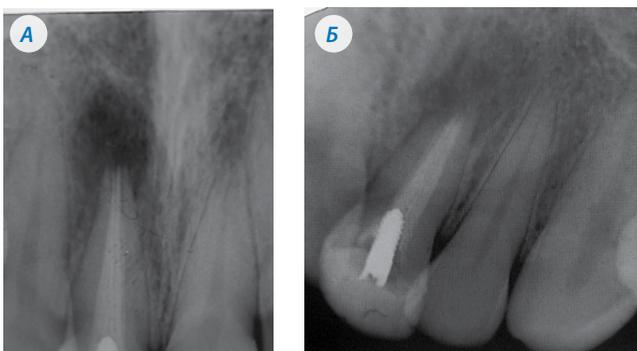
Рентгенограммы 1.1 зуба пациента М. до лечения (А) и через 3 месяца после лечения (Б)
